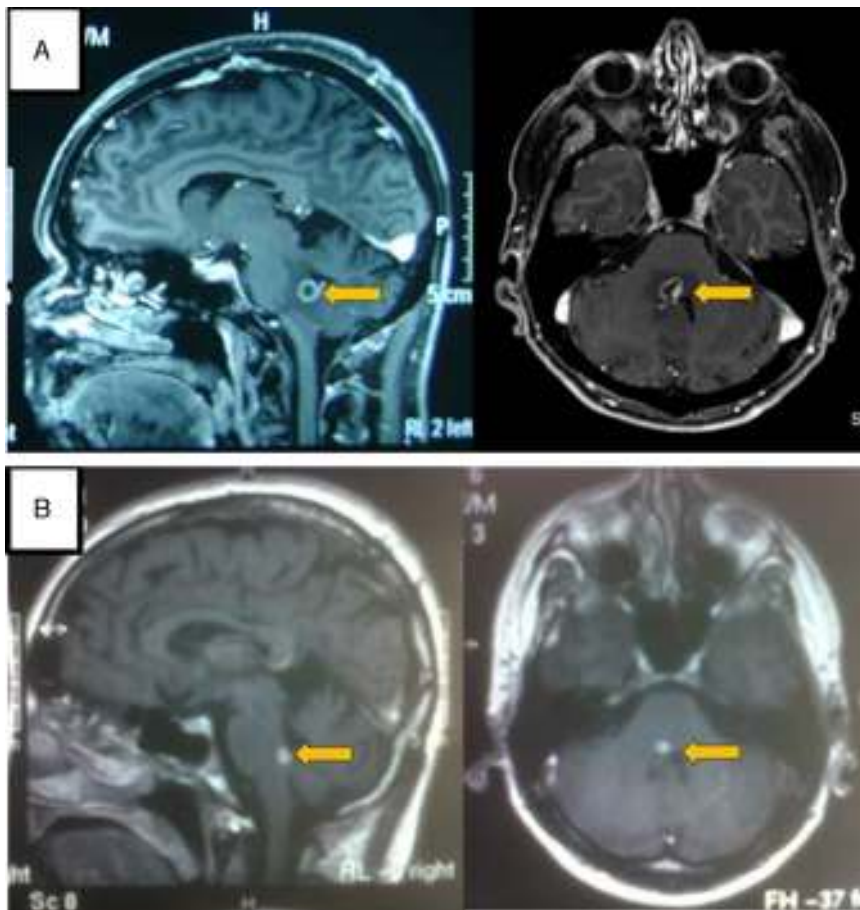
IRM de encéfalo. A) Secuencia T1 con gadolinio, cortes sagital y axial: se observa imagen que realza en anillo con edema perilesional (día cero de tratamiento). B) Secuencia T1 con gadolinio, cortes sagital y axial: se observa imagen que realza en forma nodular de menor tamaño que la imagen previa, sin edema perilesional (día más 21 de tratamiento).
